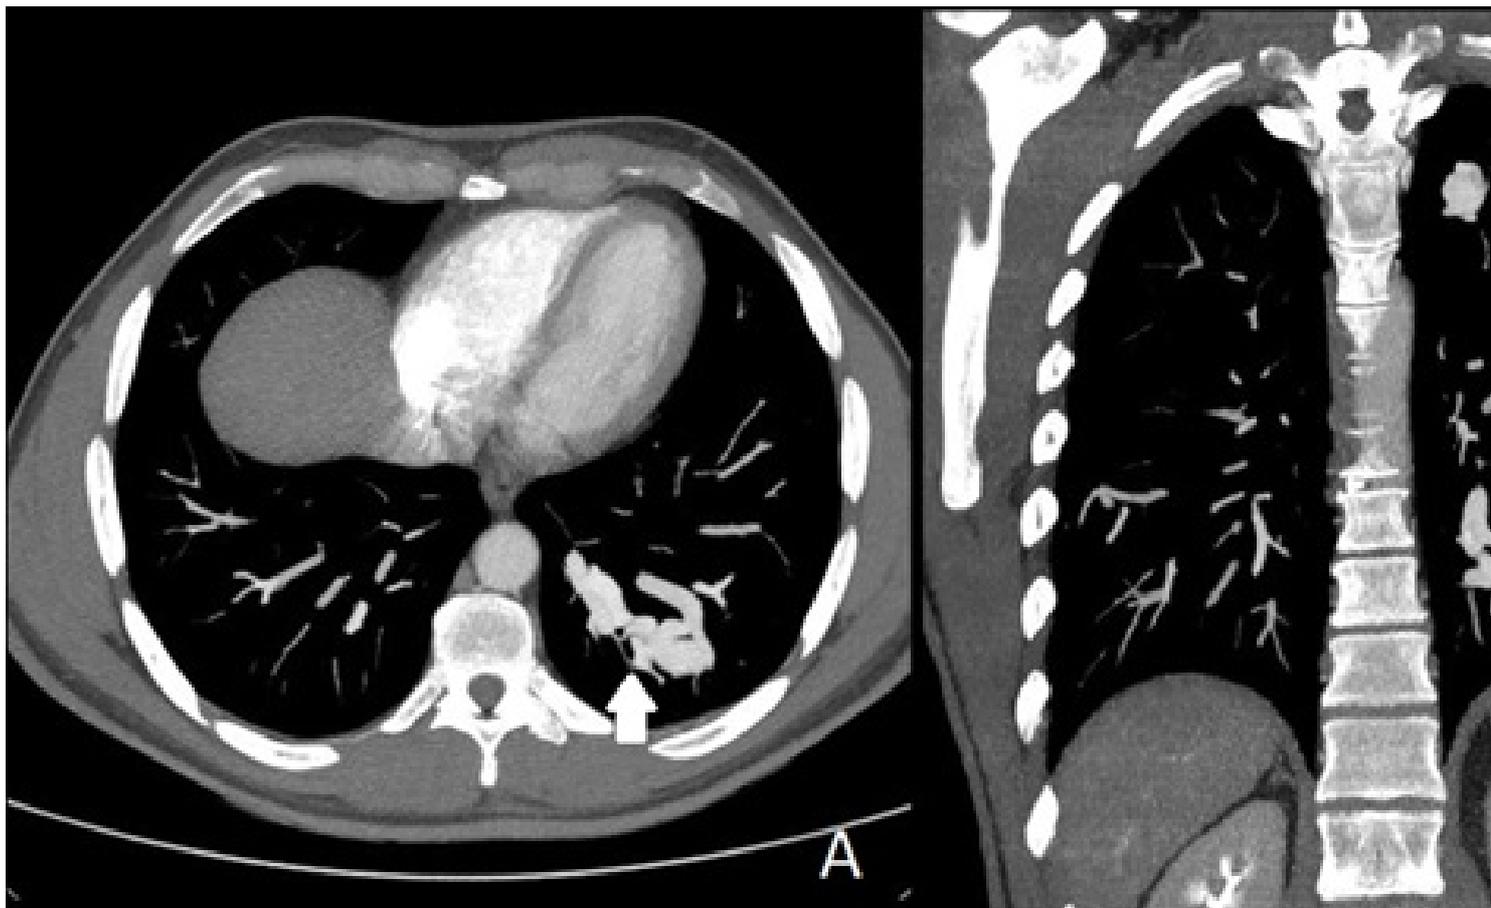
Angiotomografia computadorizada de tórax, visão axial (A) e visão coronal (B) exibindo lesões serpiginosas, com atenuação semelhante a aorta torácica, e exibindo comunicação vascular com ramo segmentar da artéria do lobo inferior esquerdo.
